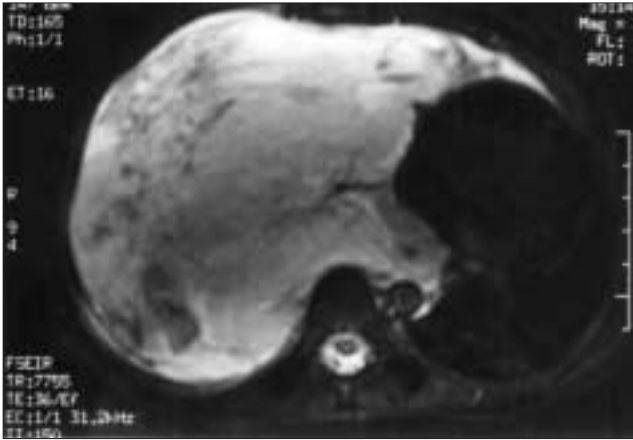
Imagen de RM en el plano transversal con técnica de supresión grasa ponderada en T2. Se aprecia una enorme tumoración torácica derecha que cruza la línea media, quedando en íntimo contacto con aorta descendente. Muestra una discreta hipereintensidad global con zonas heterogéneas en su periferia.
